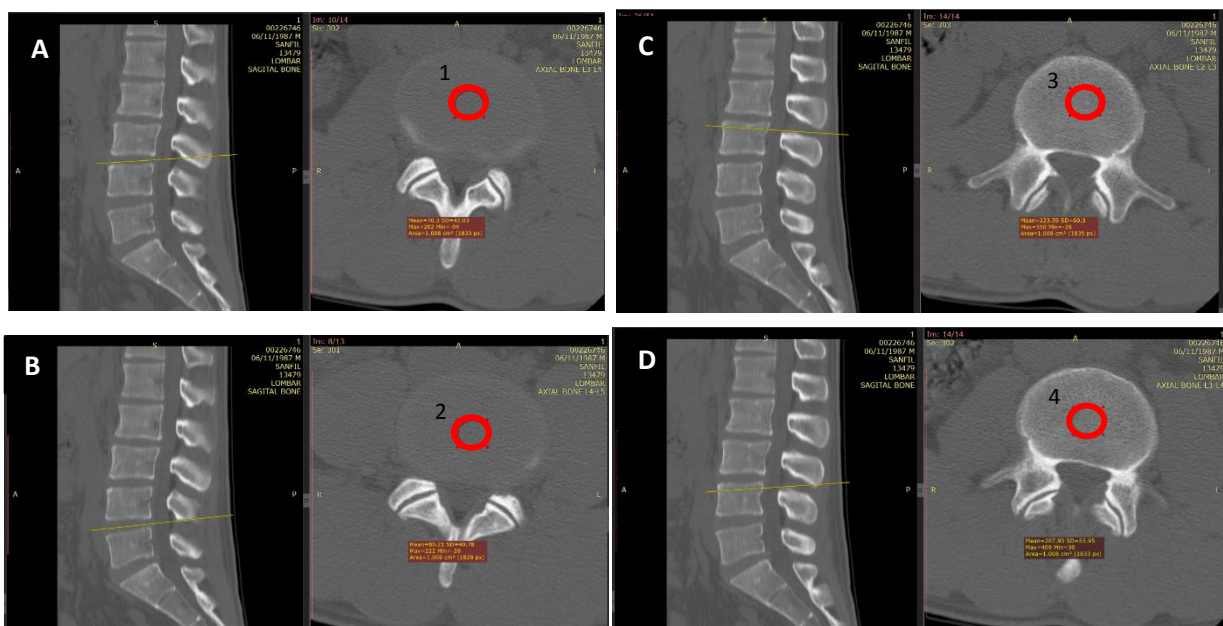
Identificação das ROI's aplicadas na avaliação objetiva da qualidade de imagem para TC coluna lombar: (A) disco intervertebral L3-L4 (1); (B) disco intervertebral L4-L5 (2); (C) corpo vertebral de L3 (3) e (D) corpo vertebral de L4 (4)
